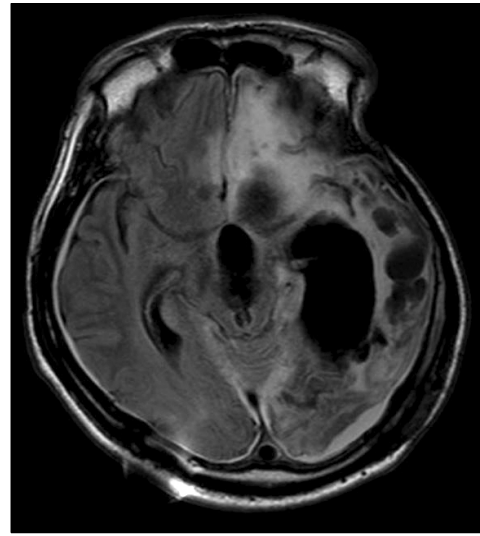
FLAIR axial MRI at 9 months from the onset shows left hemisphere leukomalacia.
